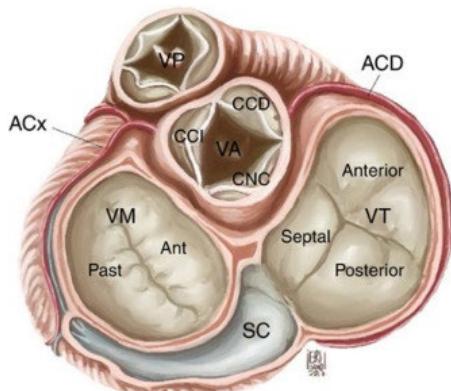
Anatomía de la válvula tricúspide y relación con estructuras cardíacas. VT: válvula tricúspide, VM: válvula mitral, VA: válvula aórtica, VP: válvula pulmonar, SC: seno coronario, CCI: cúspide coronariana izquierda, CCD: cúspide coronariana derecha, CNC: cúspide no coronariana, ACx: arteria circunfleja, ACD: arteria coronaria derecha. Tomado de: G. Salazar, J. Gelves Insuficiencia tricuspídea: técnicas ecocardiográficas para evaluar la valvulopatía olvidada. [Tricuspid insufficiency: echocardiographic techniques to evaluate a forgotten valve disease] Rev Col Cardiol, 26supl1 (2019), pp. 11-18 doi: 10.1016/j.rccar.2018.08.003.
